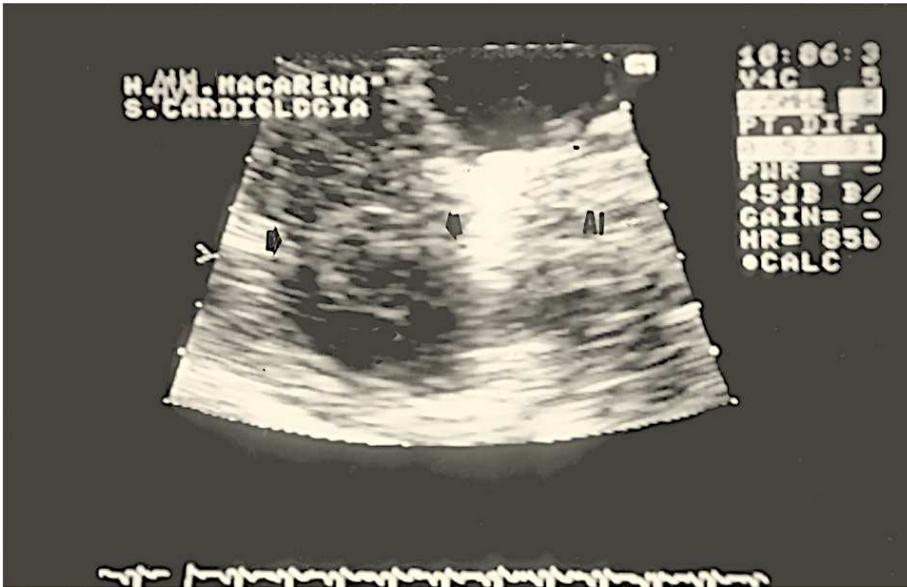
Ecocardiografía transtorácica (detalle desde plano apical de cuatro cámaras): masa móvil serpenteante en la aurícula derecha (flechas); AI: aurícula izquierda.
